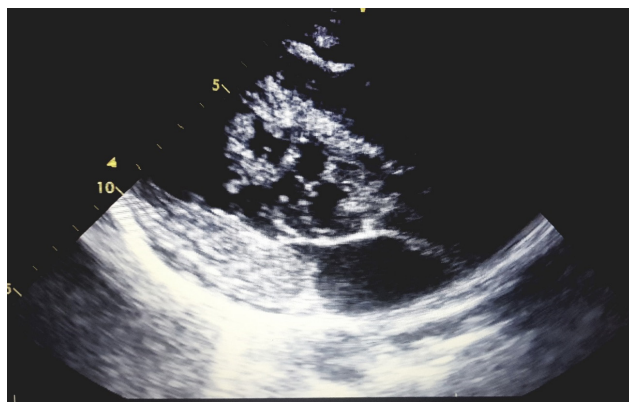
Трансторакальная эхокардиография.
